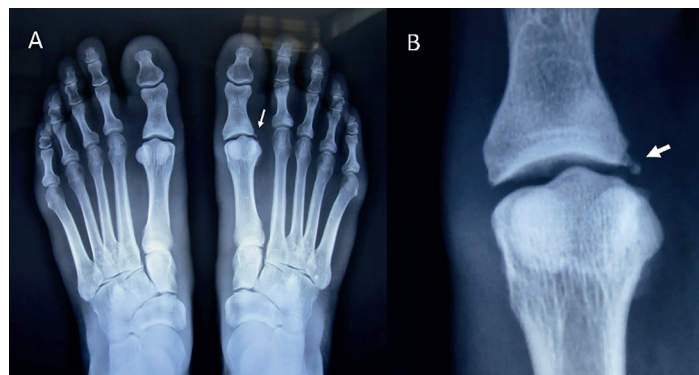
Radiografía simple de ambos pies con apoyo. Se muestra en A: avulsión de la inserción distal del ligamento colateral externo (flecha) de la primera articulación metatarso-falángica; y en B: acercamiento (flecha).
